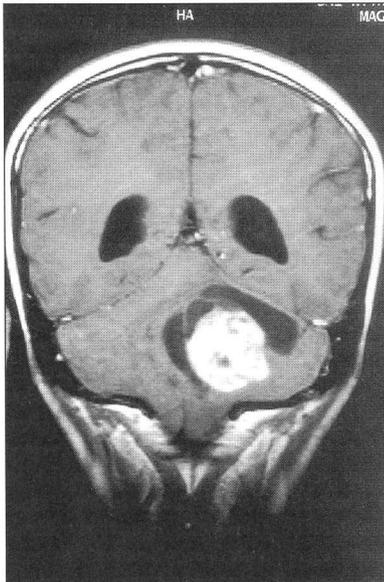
Craniales Magnet-Resonanz-Tomogramm (MRT): Infratentorielle Raumforderung
